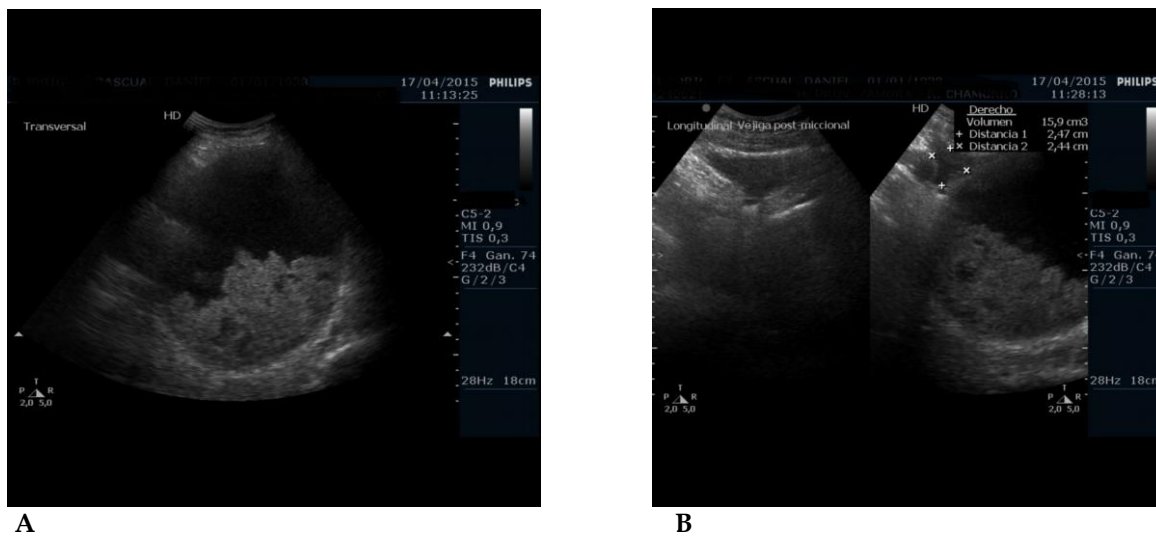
Ecografía. A: Masa hipoecoica con material hiperecogéico en su interior. B: A la izquierda de la imagen vejiga con escasa repleción. A la derecha, masa hipoecoica que desplaza la vejiga.
